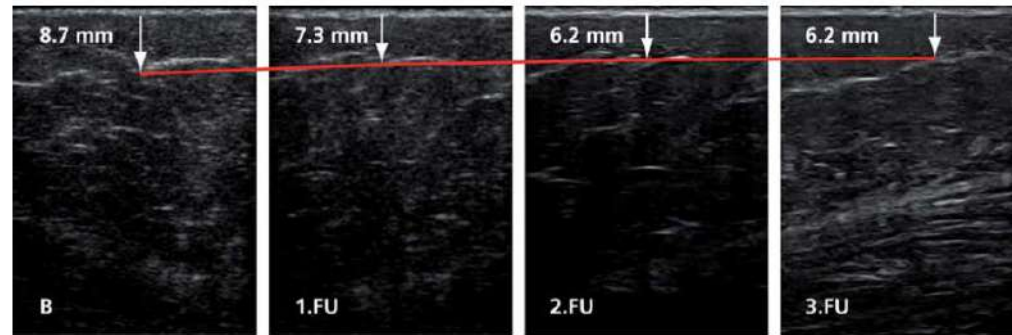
Ultrasound pictures of patient 202 left side: baseline (B), 1. FU, 2. FU, 3. FU. The thickness of the fat layer is reduced from 8.7 mm to 7.3 mm to 6.2 mm to 6.2 mm as shown in Fig. 5.
